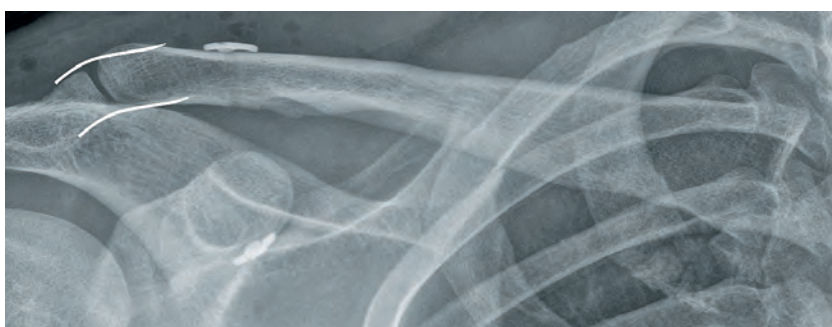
Postoperatives Röntgen nach anatomischer Versorgung einer akuten ACG-Verletzung mittels eines Doppelbutton-Systems und Fibertape-Horizontalcerclage. Die Kongruenz des AC-Gelenks (Markierungen) ist wieder hergestellt.
